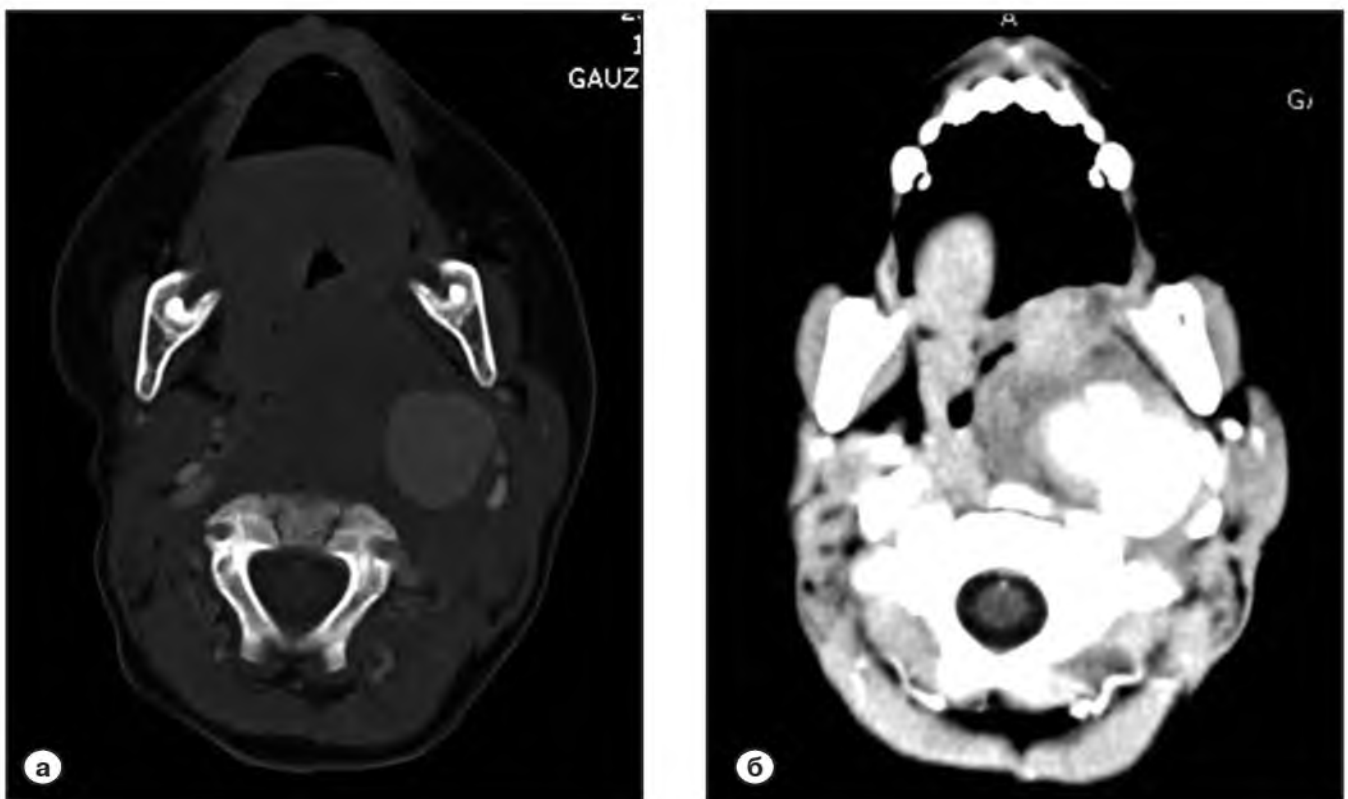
Мультиспиральная компьютерная томография нативная (а) и с контрастным усилением (б). Визуализируется образование размером $28 \times 21 \times 35$ мм с четкими контурами неправильной формы с неоднородной структурой 38-45-61-67 ед. Н.
